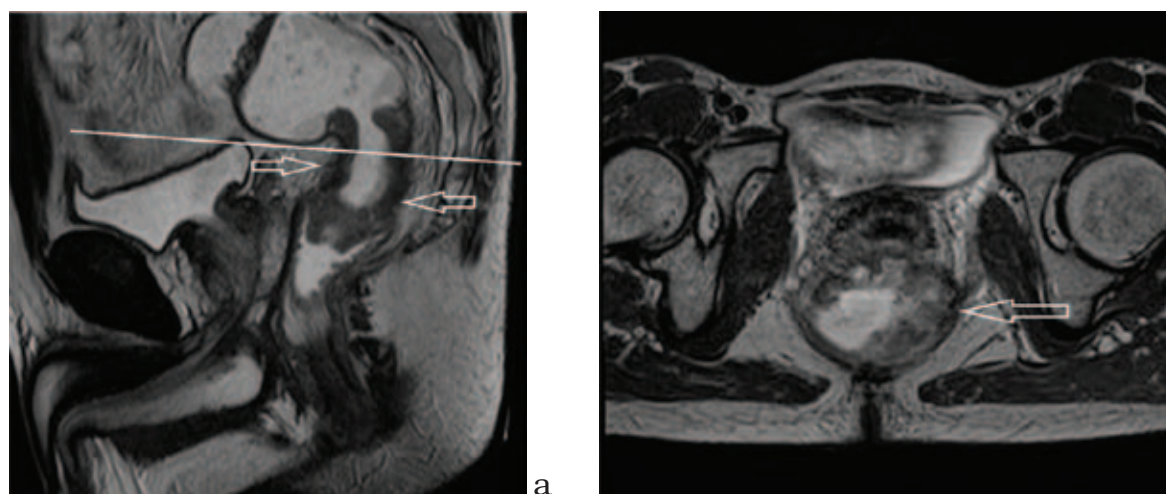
МР-томограммы органов малого таза у больного РПК: 1а – T2 ВИ сагиттальная плоскость исследования (линией указан наклон плоскости исследования, стрелкой – пораженный участок кишки, 1б – T2 ВИ в плоскости, перпендикулярной отрезку кишки, содержащему опухоль; стрелкой указана опухоль
